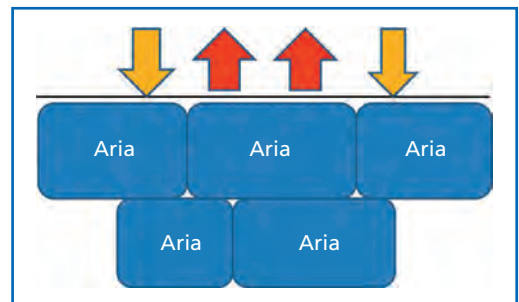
Nella scansione di un polmone normale, l’aria è separata da sottili setti che non vengono visualizzati alle frequenze ultrasonore impiegate normalmente. Il piano pleurico si comporta come un riflettore speculare, riflettendo verso il trasduttore l’energia acustica ricevuta (da: G. Soldati, R. Copetti. *Ecografia Toracica*. II edizione. Torino; Edizioni Medico Scientifiche; 2012).
